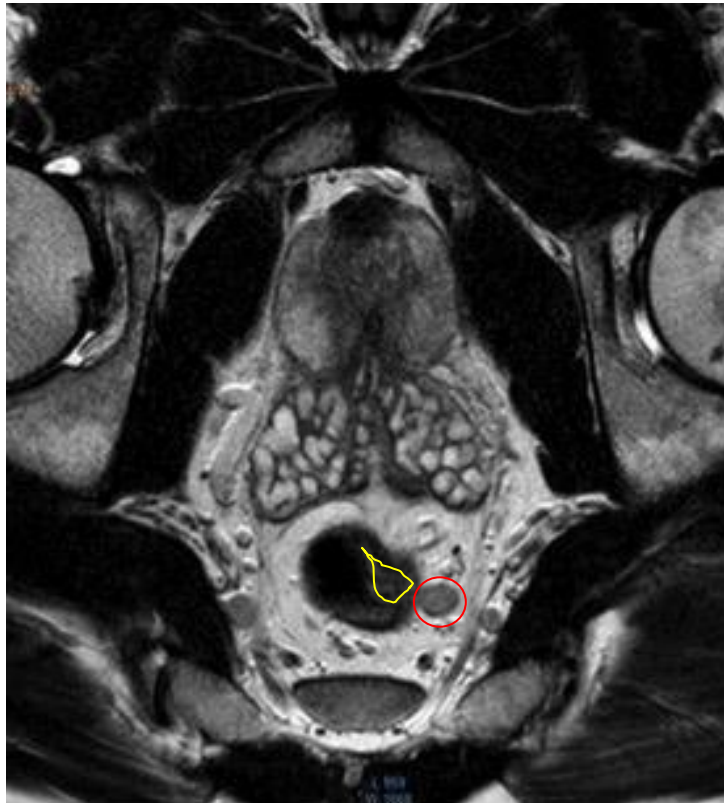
МР-томограмма пациента И., 36 лет, а/к № 6469-15. Диагноз: Рецидив рака прямой кишки после ТЭМ, метастаз в параректальный лимфатический узел. Желтым цветом отмечен рецидив рака в области рубца после ТЭМ, распространяющийся на всю толщину стенки кишки. Красным цветом отмечен увеличенный параректальный лимфатический узел с измененной структурой.
